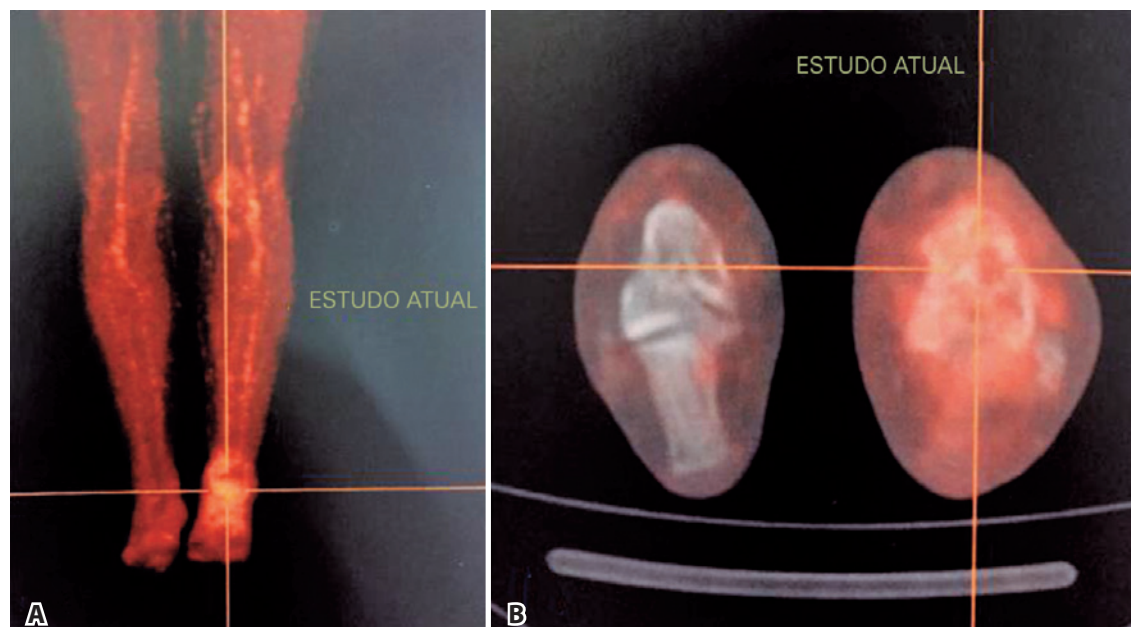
Imagens do PET-CT 5 meses após o primeiro estudo. Nota-se redução das dimensões e da atividade metabólica em processo neoplásico. A) imagem em coronal dos membros inferiores. B) imagem em axial dos ossos do tarso.
